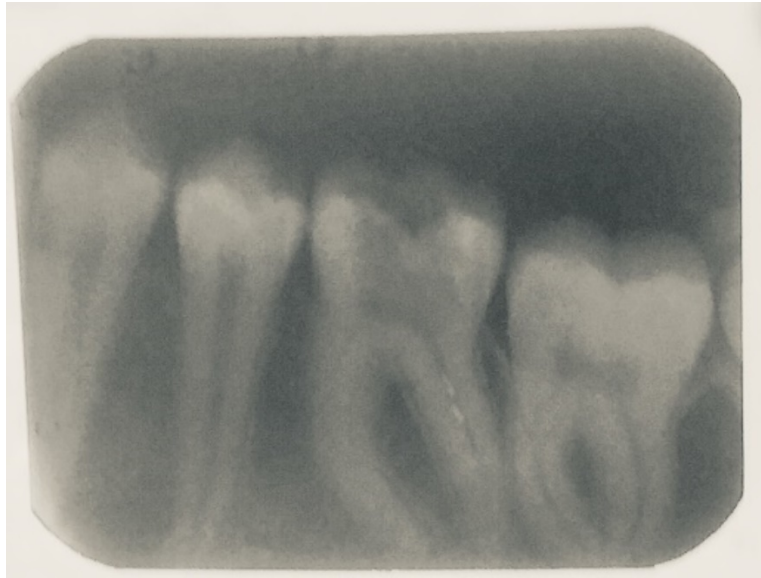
RTG snimka zuba 35 odmah nakon punjenja
